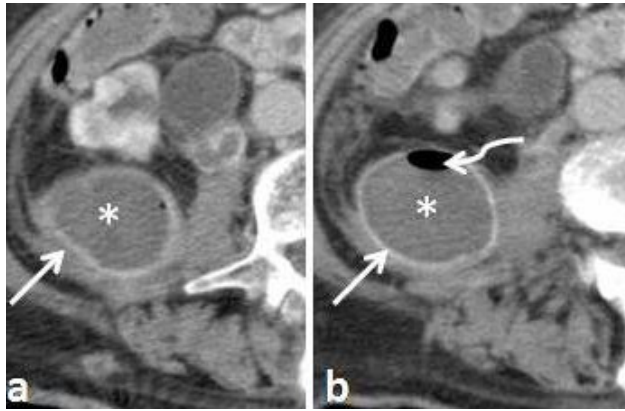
Extraparenchymal abscess. Axial contrast-enhanced CT images (corticomedullary phase) show a well-defined low-attenuation collection (*), with enhancing walls (arrows) and gas (curved arrow), in the right retroperitoneal region, near psoas muscle.
